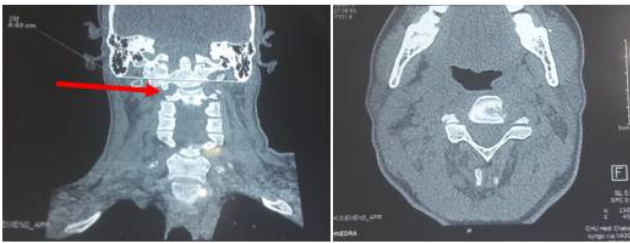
TDM cervicale : Anomalie de la charnière cervico-occipitale à type d'impression basilaire sans lyse osseuse ni collection cervicale.
